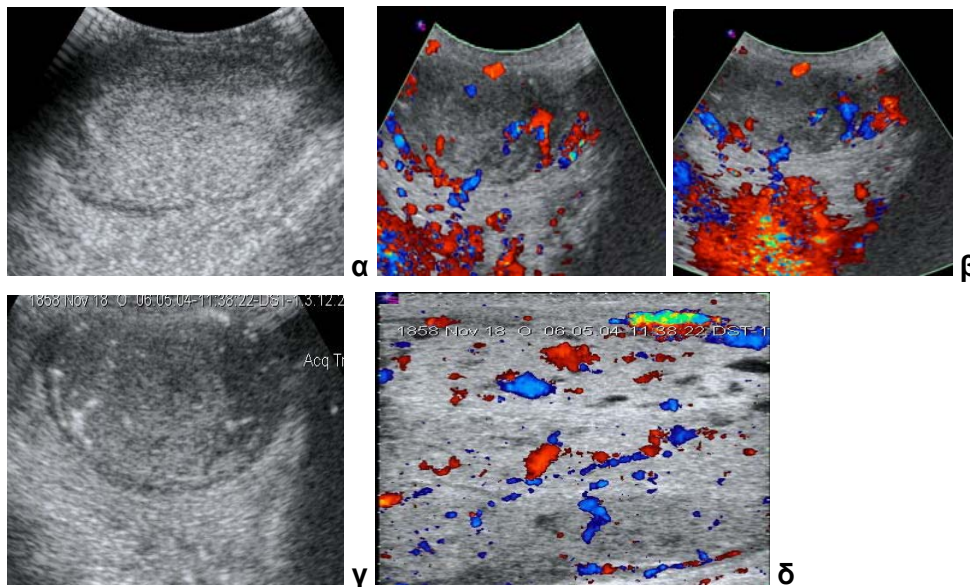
α) Προστάτης αδένος Doppler και β) Doppler μετά από έγχυση σκιαστικού μέσου.
